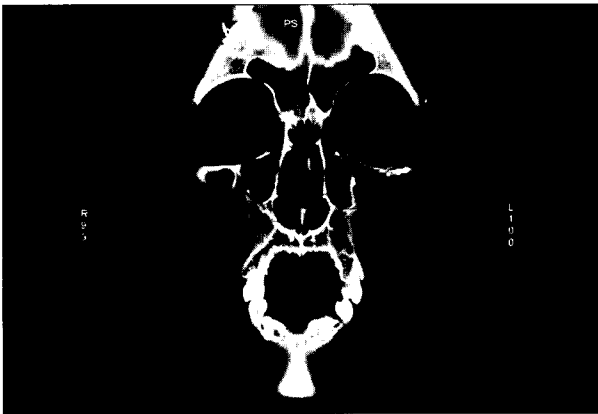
A preoperative CT scan shows large cystic lesion of left intraorbital area with air-fluid level, Titanium plate, mesh and silicone implant.
